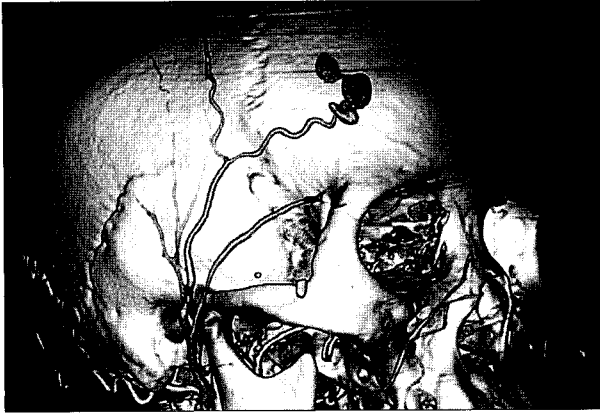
A 70-year-old female who had traffic accident was suffered from large swelling and bleeding on the right temple region. CT angiography shows pseudoaneurysm of superficial temporal artery on the right temple region which was measured 2 × 1 cm.
